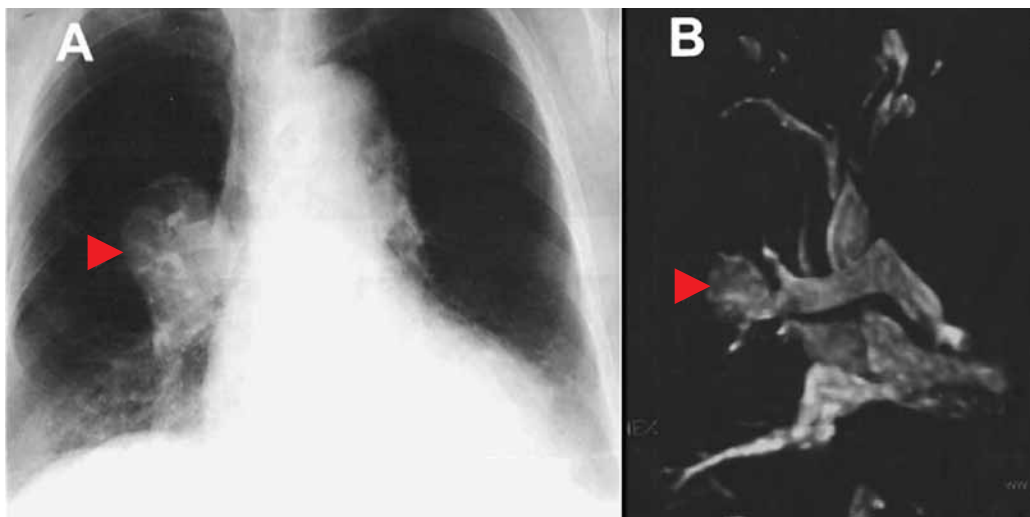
Mujer de 84 años con aneurisma de la arteria interlobar derecha (▶) de 55 mm de diámetro. A: radiografía de tórax. B: angiorensonancia magnética nuclear.
